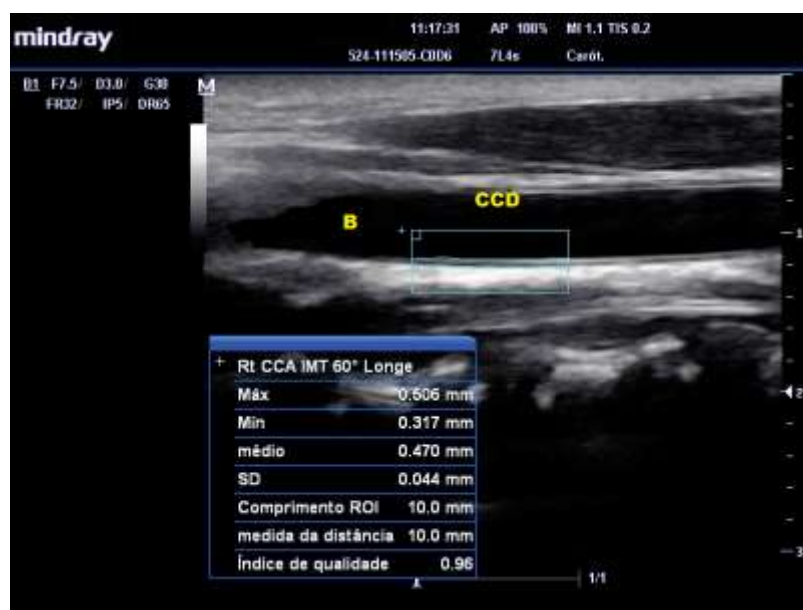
Ultrassonografia em modo B, com aferição automática da EMI.
